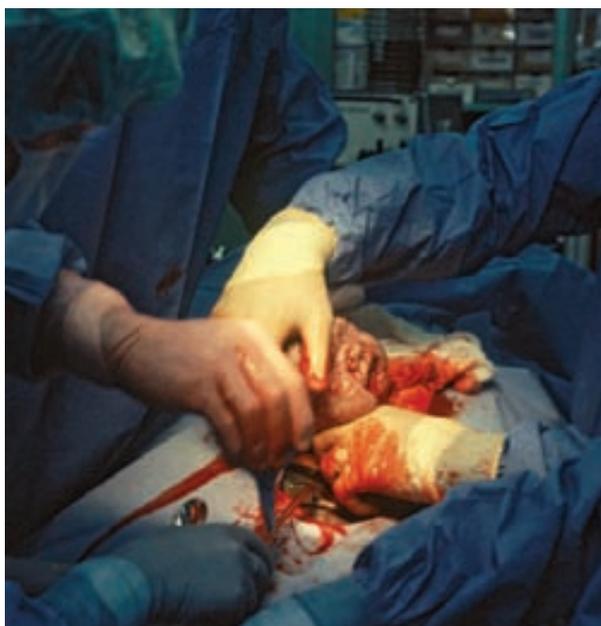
■ Parto por cesárea. (A) La capa serosa laxa se agarra con los fórceps. El extremo de la pinza hemostática apunta hacia el margen superior de la vejiga. El retractor se apoya firmemente en la sínfisis. (B) Se utilizan tijeras para vendajes estériles para seccionar la serosa laxa. (C) y (D) Tras la sección del útero y las membranas fetales, el médico introduce una mano en el útero entre la sínfisis púbica y la cabeza fetal. Eleva con cuidado la cabeza para sacarla de una posición inferior a la sínfisis púbica a través de las paredes uterina y abdominal. (E) Se suele ejercer una presión en el fondo uterino a través de la pared abdominal para facilitar la salida del feto mientras el tocólogo extrae la cabeza por la incisión. (F) Extracción del recién nacido del útero. (A, B, C y E) Adaptados, con autorización, de MacGraw-Hill Companies, Inc. Cunningham, F.G. et al. [1997]. *Williams obstetrics* [20th ed.]. Stamford, CT: Appleton & Lange, pp. 516, 519. D: Por cortesía de Harriette Hartigan/Artemis. F: © M.C. Schlachter Photography.)
